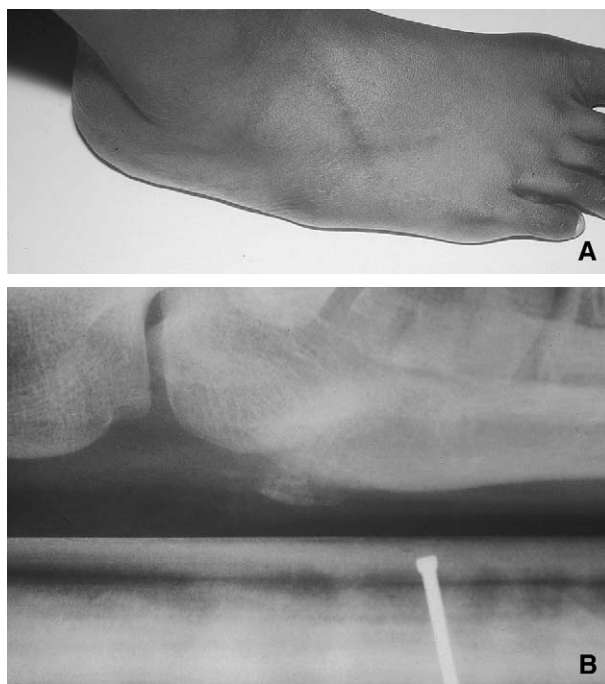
Ostéochondrose de la styloïde du cinquième métatarsien, à l'origine d'une tuméfaction du bord externe du pied (A). Aspect radiographique (B).
